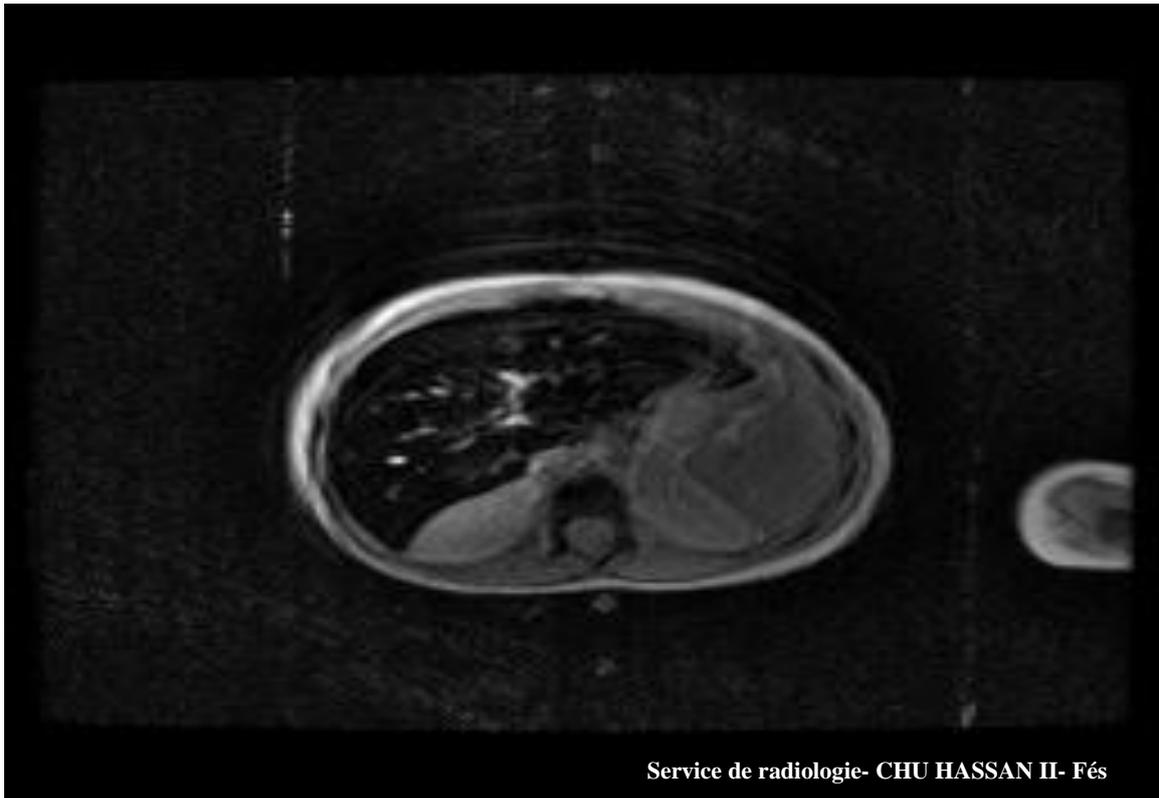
Image d'IRM T_2^* montrant une atteinte hépatique hémochromatosique chez un patient thalassémique homozygote
